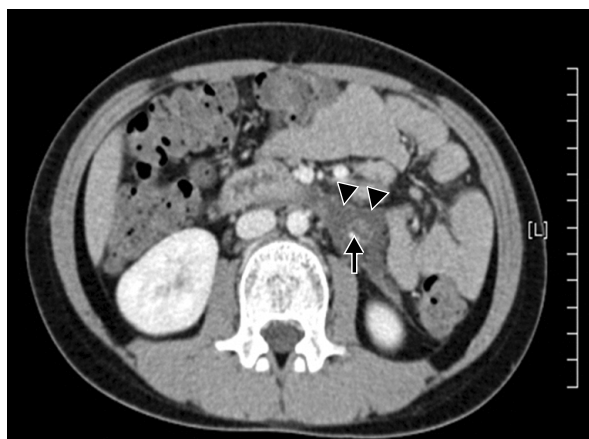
Following abdominal CT showed the cystic mass (arrowhead) markedly decreased in size. The cystic mass still was surrounding inferior mesenteric vein (arrow).
